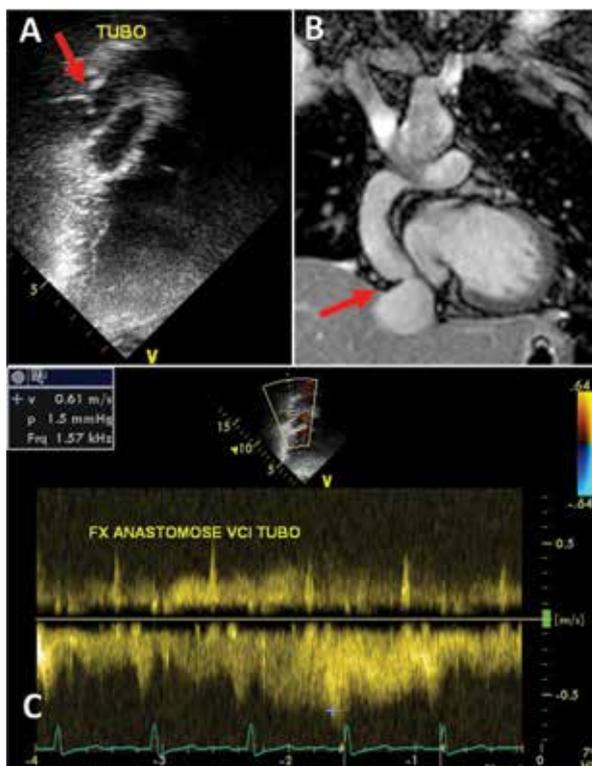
Paciente de 30 anos, após cirurgia de Fontan, estenose na anastomose caudal do tubo extra-cardíaco. Em A, Eco biplanar demonstrando o local da estenose (seta). Em B, imagem de RM também mostrando a lesão (seta). Em C, Doppler espectral mostrando aceleração e turbulência de fluxo no local da estenose.
